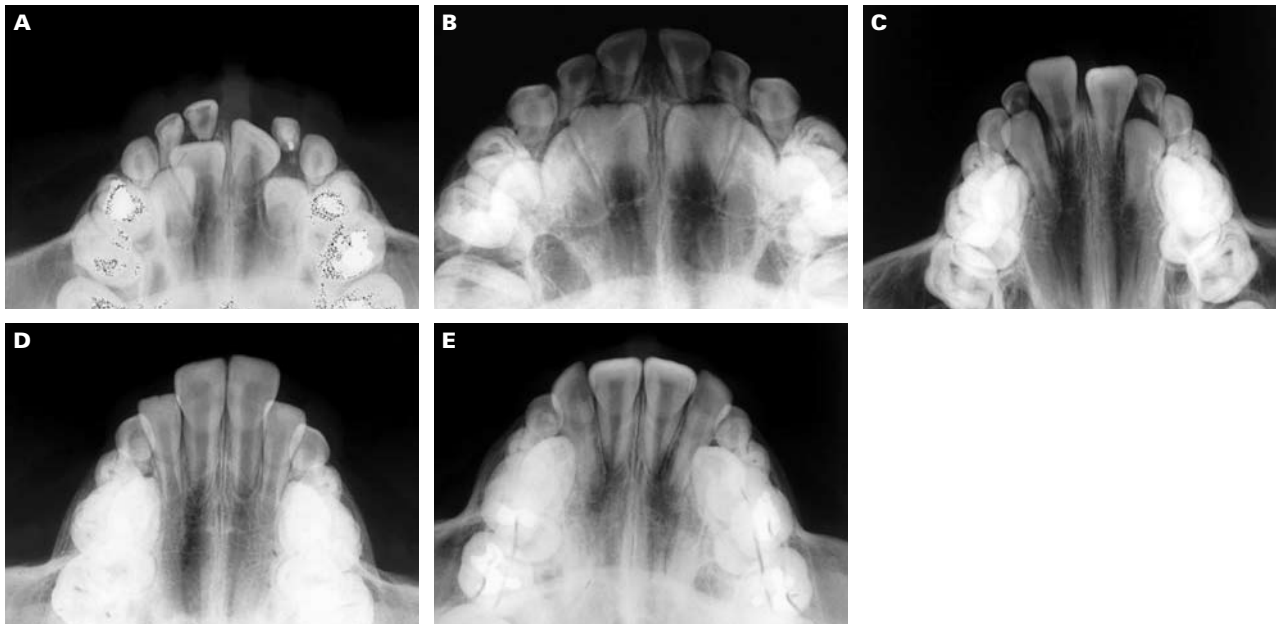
Secuencia de radiografías oclusales del maxilar mostrando fases progresivas de formación radicular de los incisivos centrales superiores. A: Corona completa. B: 1/3 de raíz completa. C: 1/2 de la raíz completa. D: 2/3 de la raíz completa. E: Raíz completa/Incisivo erupcionado.
